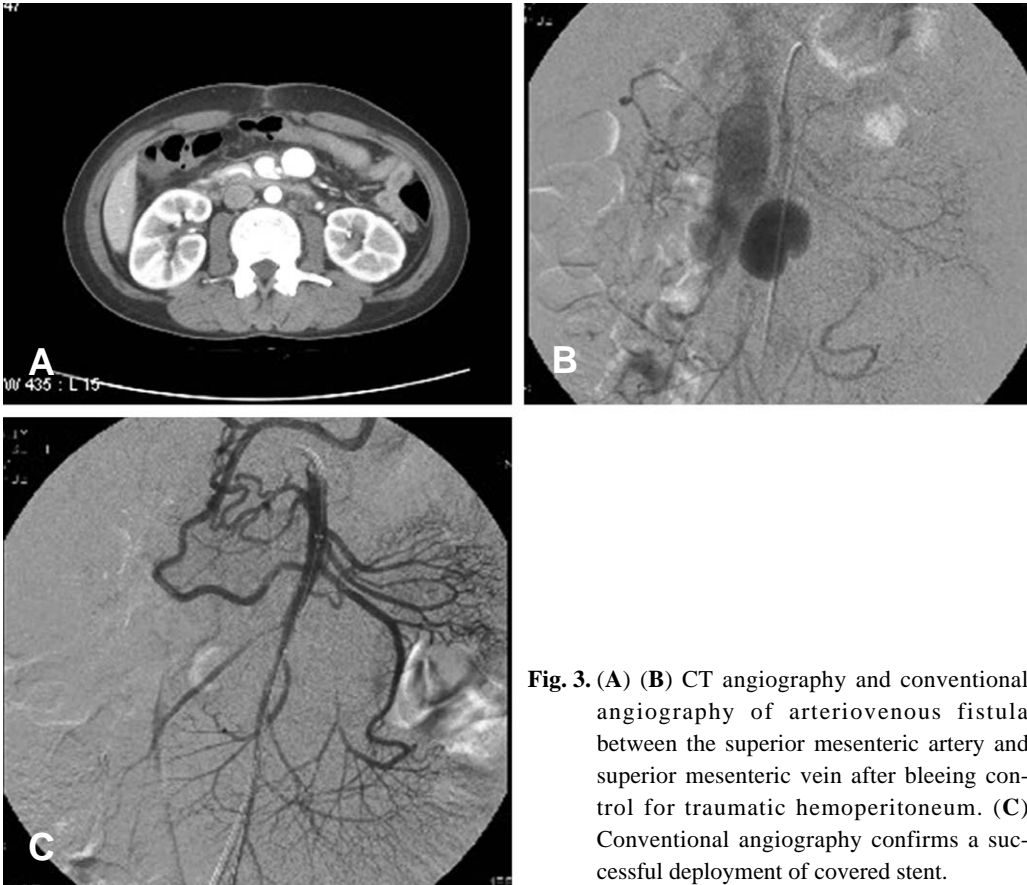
(A) (B) CT angiography and conventional angiography of arteriovenous fistula between the superior mesenteric artery and superior mesenteric vein after bleeding control for traumatic hemoperitoneum. (C) Conventional angiography confirms a successful deployment of covered stent.
